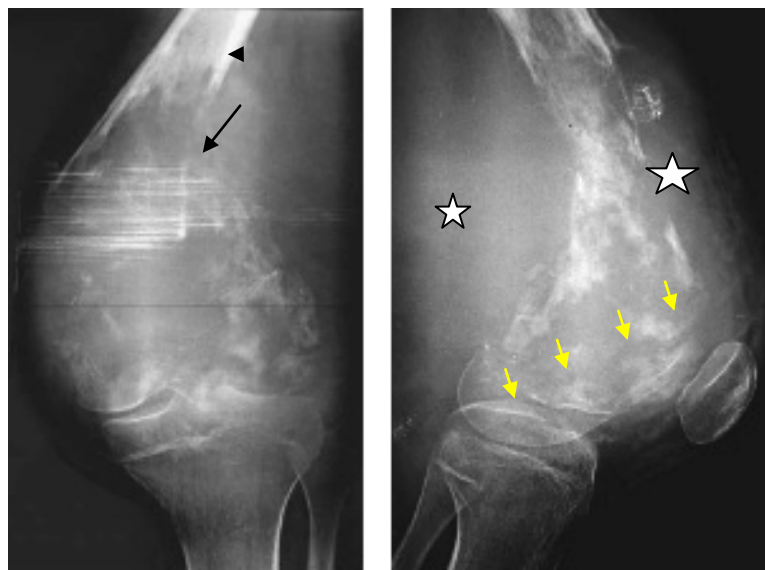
Radiographie de face et de profil d'un ostéosarcome chez une fille de 13 ans qui se présente sous forme d'une lésion ostéolytique (flèche noire), avec rupture de la corticale, réaction périostée en éperon de Codman (tête de flèche), envahissement des parties molles (étoile) et une fracture pathologique au niveau du tiers inférieur du fémur (flèches jaunes).
